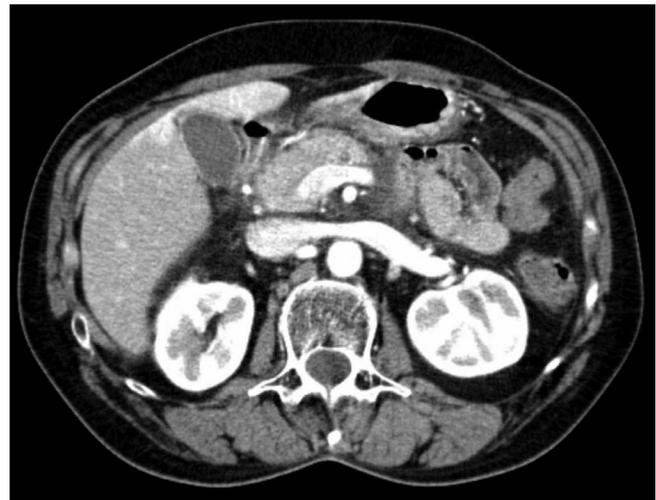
Imagens de tomografia computadorizada de uma paciente com agenesia dorsal pancreática e pancreatite aguda. Ausência de corpo e cauda do pâncreas.
